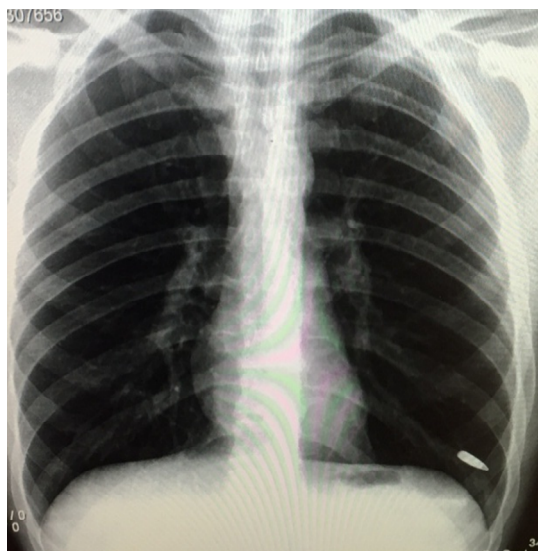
Рентгенограмма органов грудной клетки больного Н., инородное тело (пуля) S9 левого легкого в прямой и левой боковой проекциях
